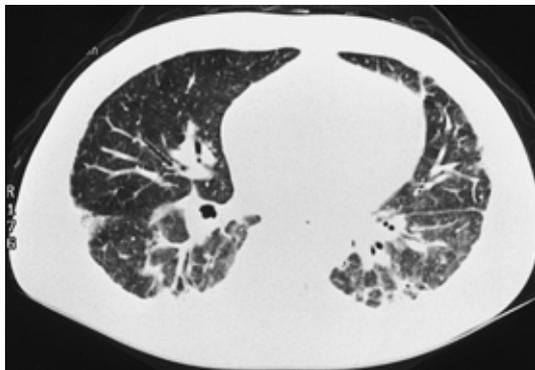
Chest CT scan on admission, showing subpleural funicular shadows, bronchiectasia, and thickened bronchovascular bundles in the lower fields of both lungs.
